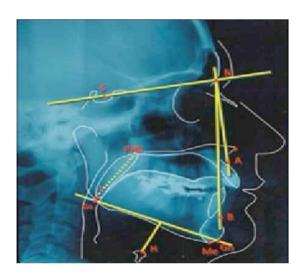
Telerradiografia. Análise cefalométrica, norma lateral, com contraste de bário na base da língua.
